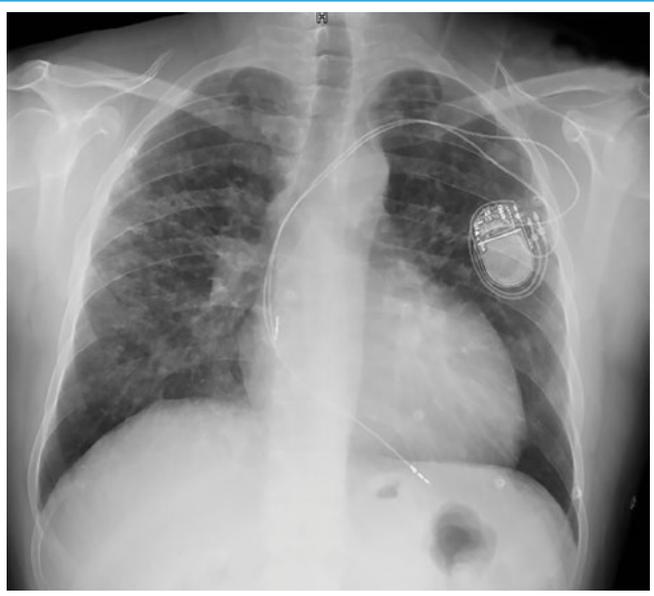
Radiografía de tórax al ingreso: marcapasos bicameral normoimplantado, hilos levemente engrosados así como cardiomegalia moderada y patrón reticulonodular disperso
